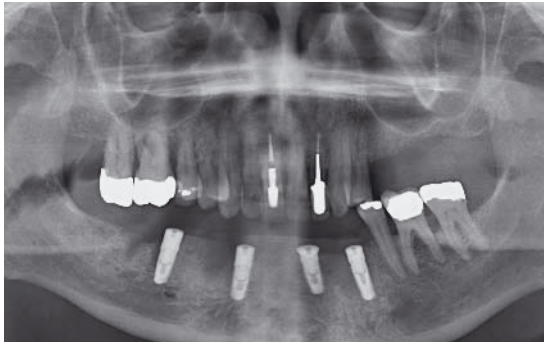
Das Röntgenkontrollbild nach der Insertion der vier Implantate im Unterkiefer.
